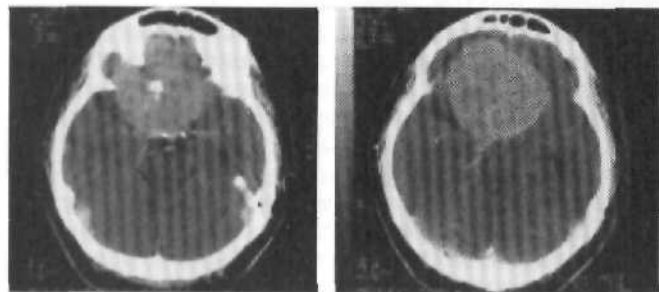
Менингиома ольфакторной ямки. КТ с контрастным усилением.
